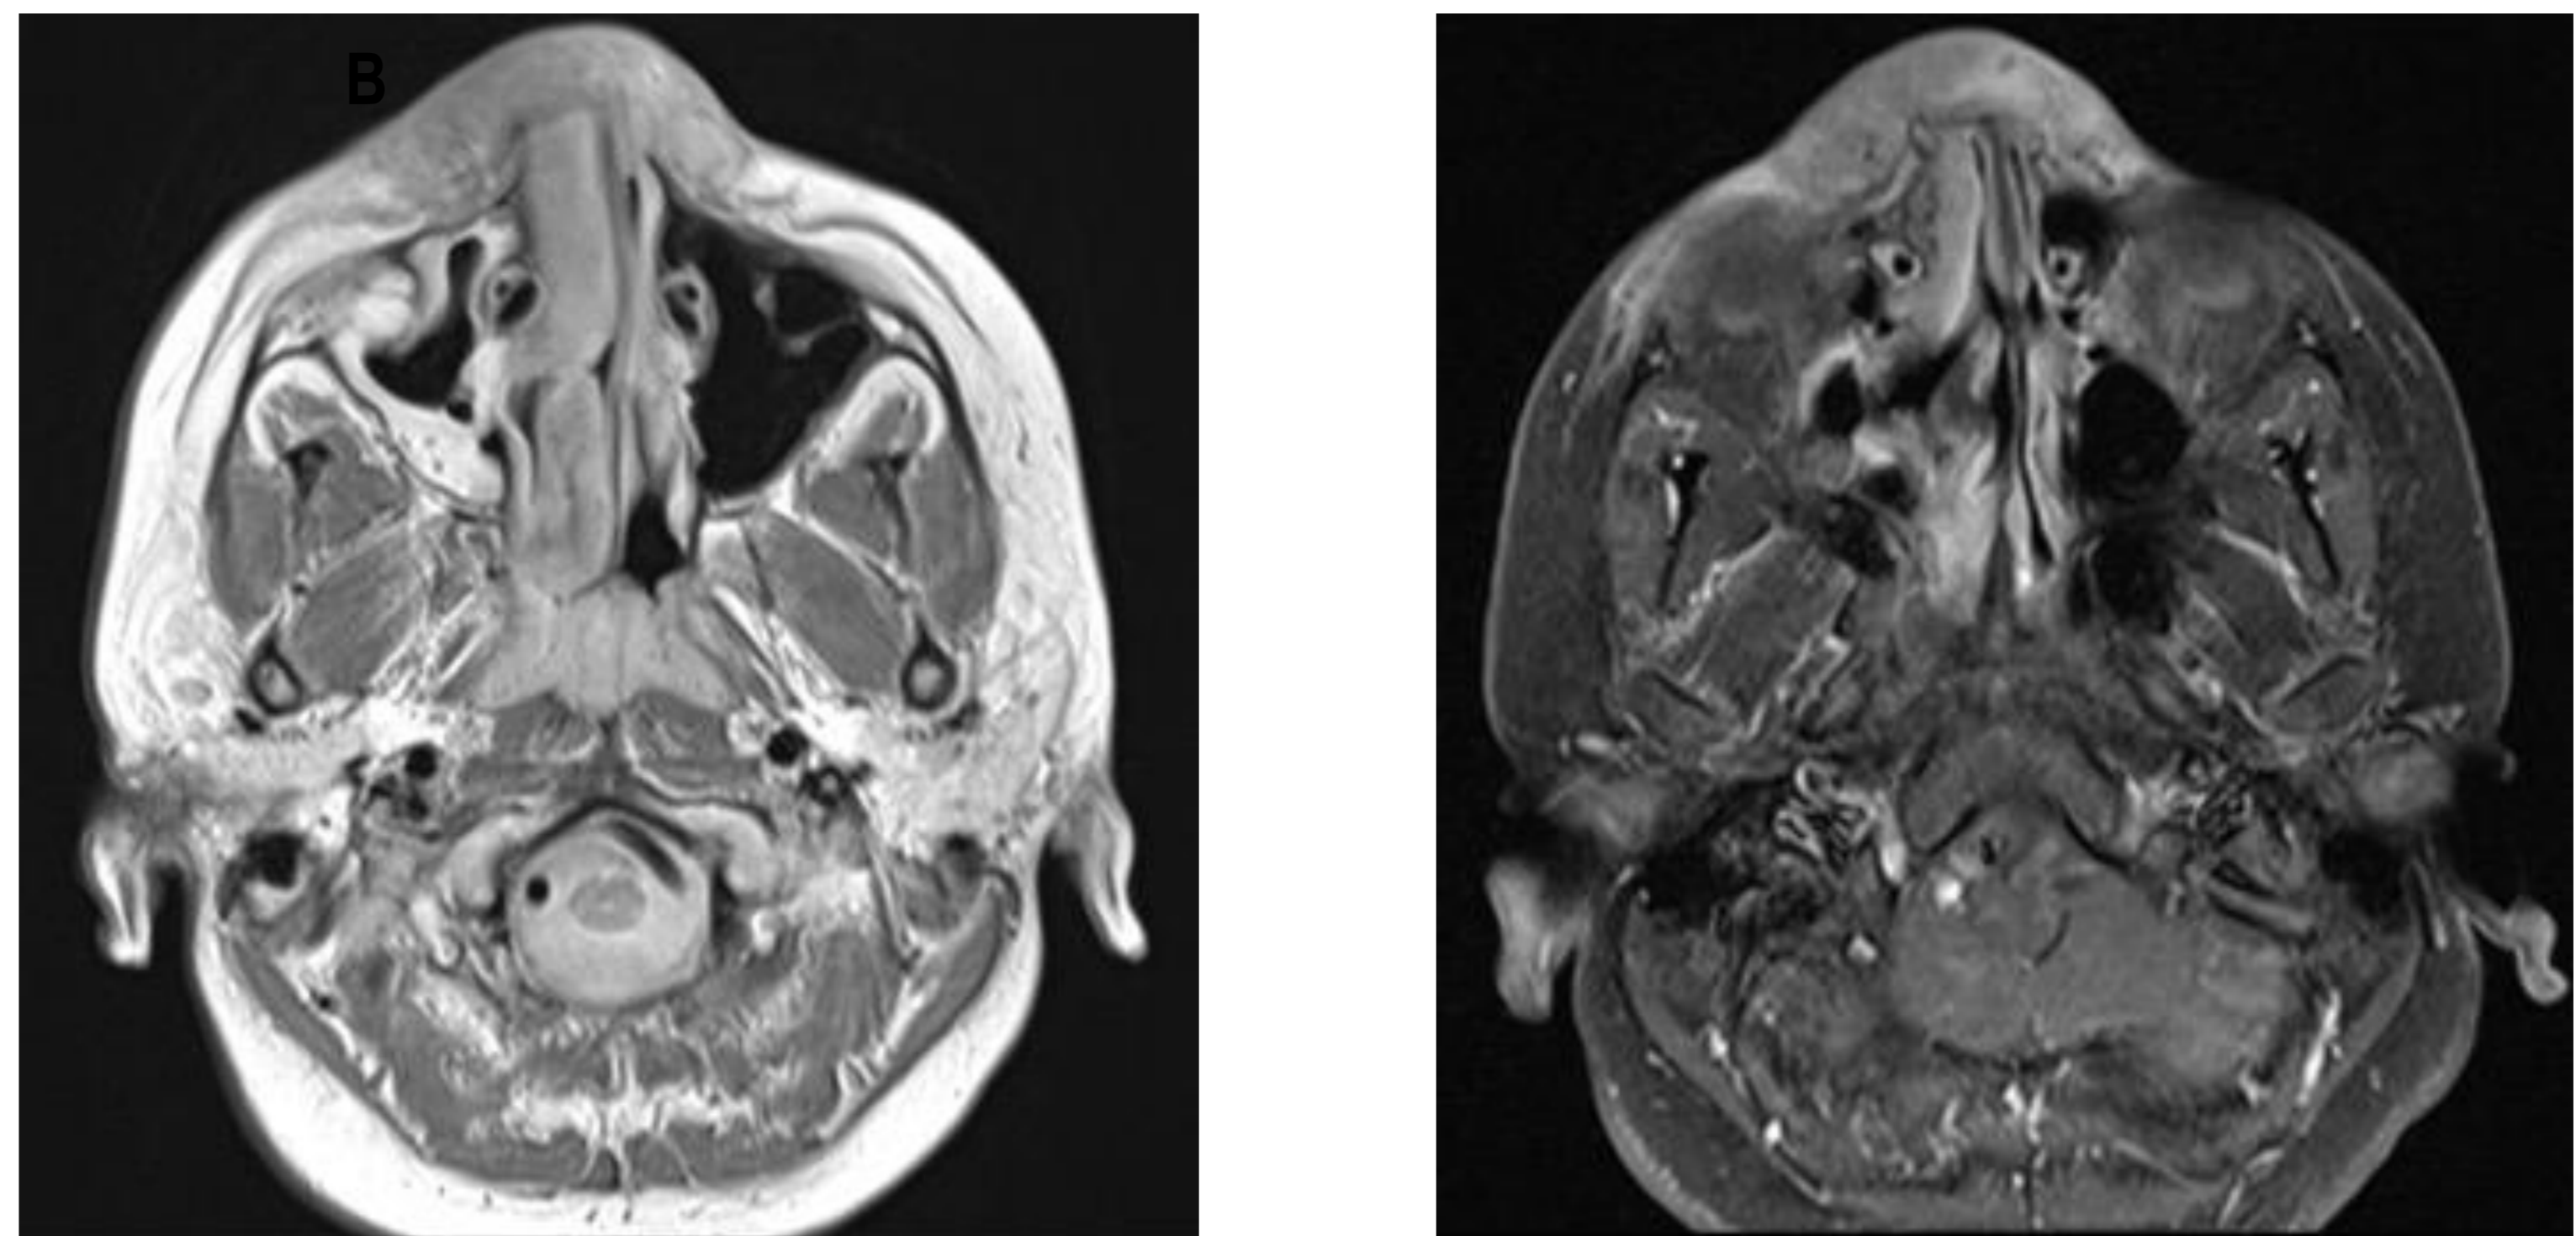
RMN simple y contrastada de cabeza y cuello. Lesión de aspecto infiltrativo centrada en la región nasal hacia el lado derecho con compromiso de la línea media y signos de infiltración de los huesos propios nasales
